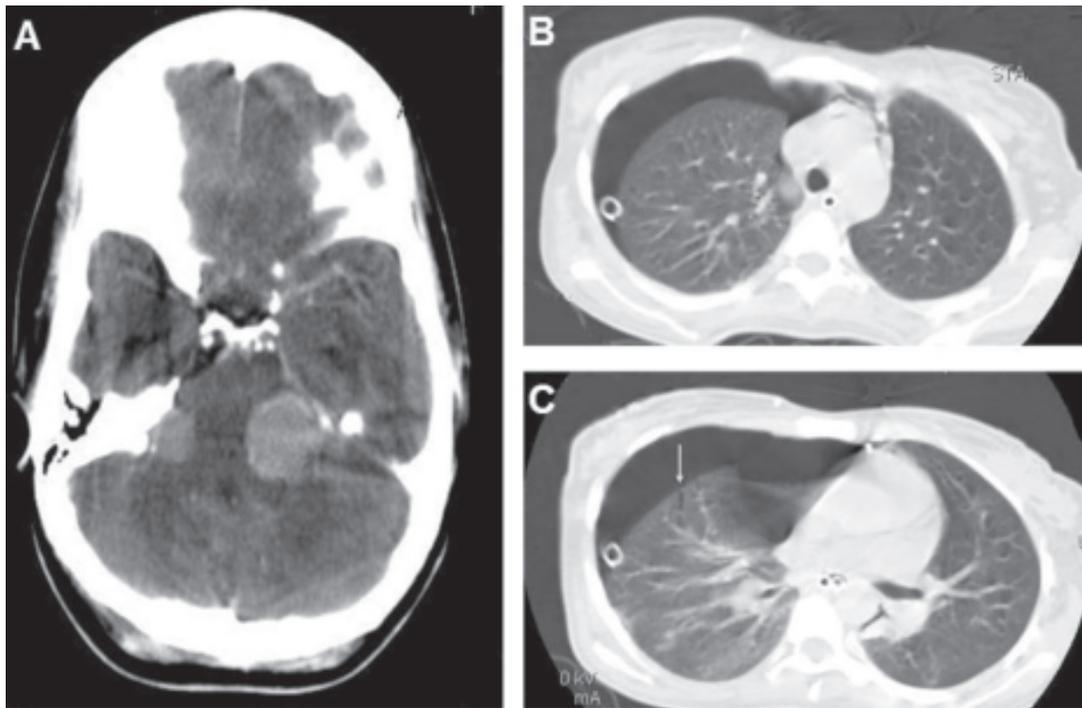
A) Escanografía cerebral con contraste endovenoso. Se evidenció un schwannoma del vestibular en cada ángulo ponto-cerebeloso. B) Tomografía de tórax de alta resolución que demostró el patrón de fibrosis en “panal de abejas”. C) Sitio de ruptura pleural (flecha).
